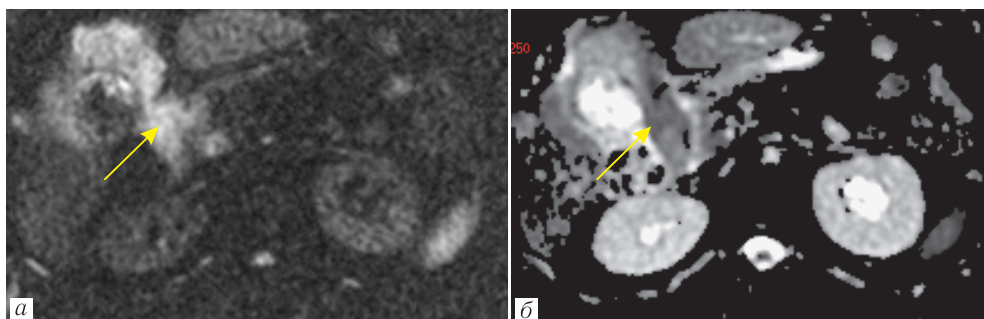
а, б — МРТ, аксиальный срез, DWI с $b=800$ гиперинтенсивный МР сигнал от опухолевого инфильтрата стенки пузыря, что подтверждается гипоинтенсивным МР-сигналом на ИКД-картах (желтые стрелки)
